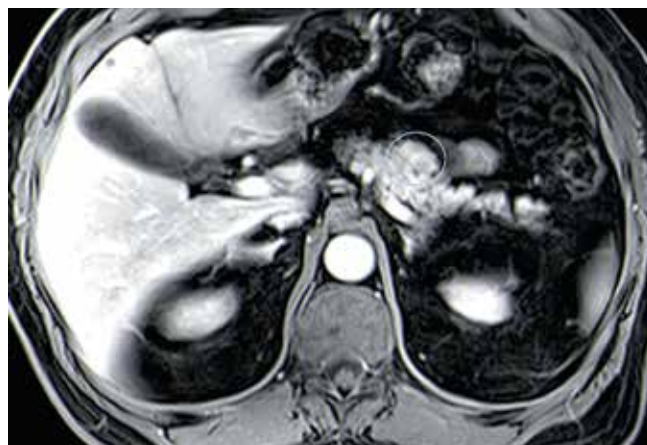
Магнитно-резонансная томография нейроэндокринной опухоли: в теле поджелудочной железы по передней поверхности определяется образование овальной формы с преимущественно четкими контурами, активно накапливающее контрастный препарат, размерами 10 × 12 мм
